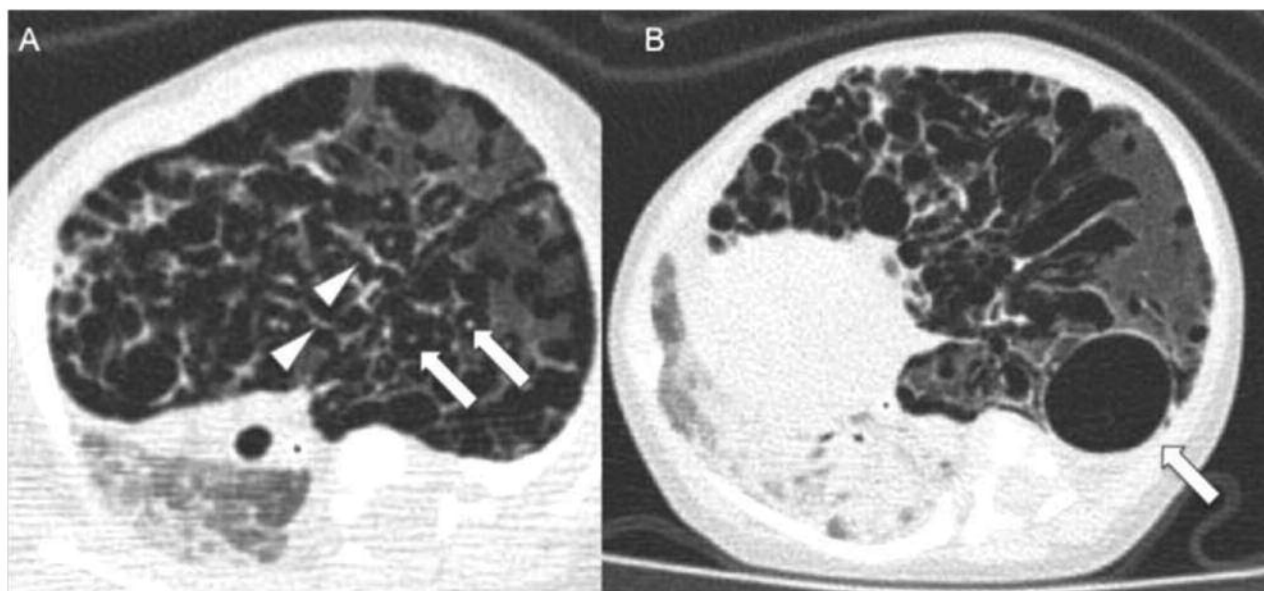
Кістоподібна ІЛЕ: збільшення лівої легені в об'ємі, множинні кістоподібні (хибні кісти) та лінійні (наконечні стрілки) просвітлення навколо бронхосудинних структур (стрілки) у лівій легені, зміщення середостіння праворуч із колабуванням правої легені (СКТ ОГК аксіальні зрізи) (Amoedo M.K., et all., 2013)
